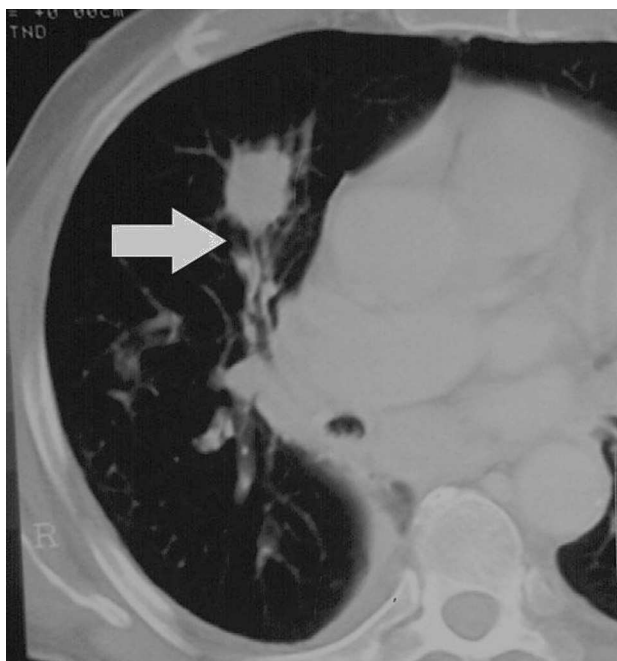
Tomografía computarizada de tórax con un nódulo pulmonar neoplásico con el signo del bronquio positivo (flecha).
